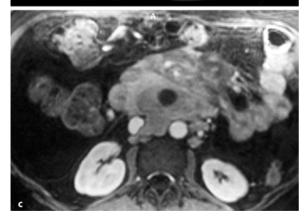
a – c. Tumorsimulierende sklerosierende (retraktile) Mesenteritis der Mesenterialwurzel mit grober Aufweitung des duodenalen C in der MRT (*Stern*). Beachte die retroperitoneale interaortokavale und paraaortale Mitbeteiligung (b), die Einbeziehung multipler Dünndarmschlingen (c), die Einscheidung der gestreckten A.-mesenterica-superior-Gefäße und die Respektierung des Mesenterialrands. Gegen die Annahme eines malignen Lymphoms spricht die Inhomogenität. Der im vorliegenden Falle bestehende Aszites ist ungewöhnlich
